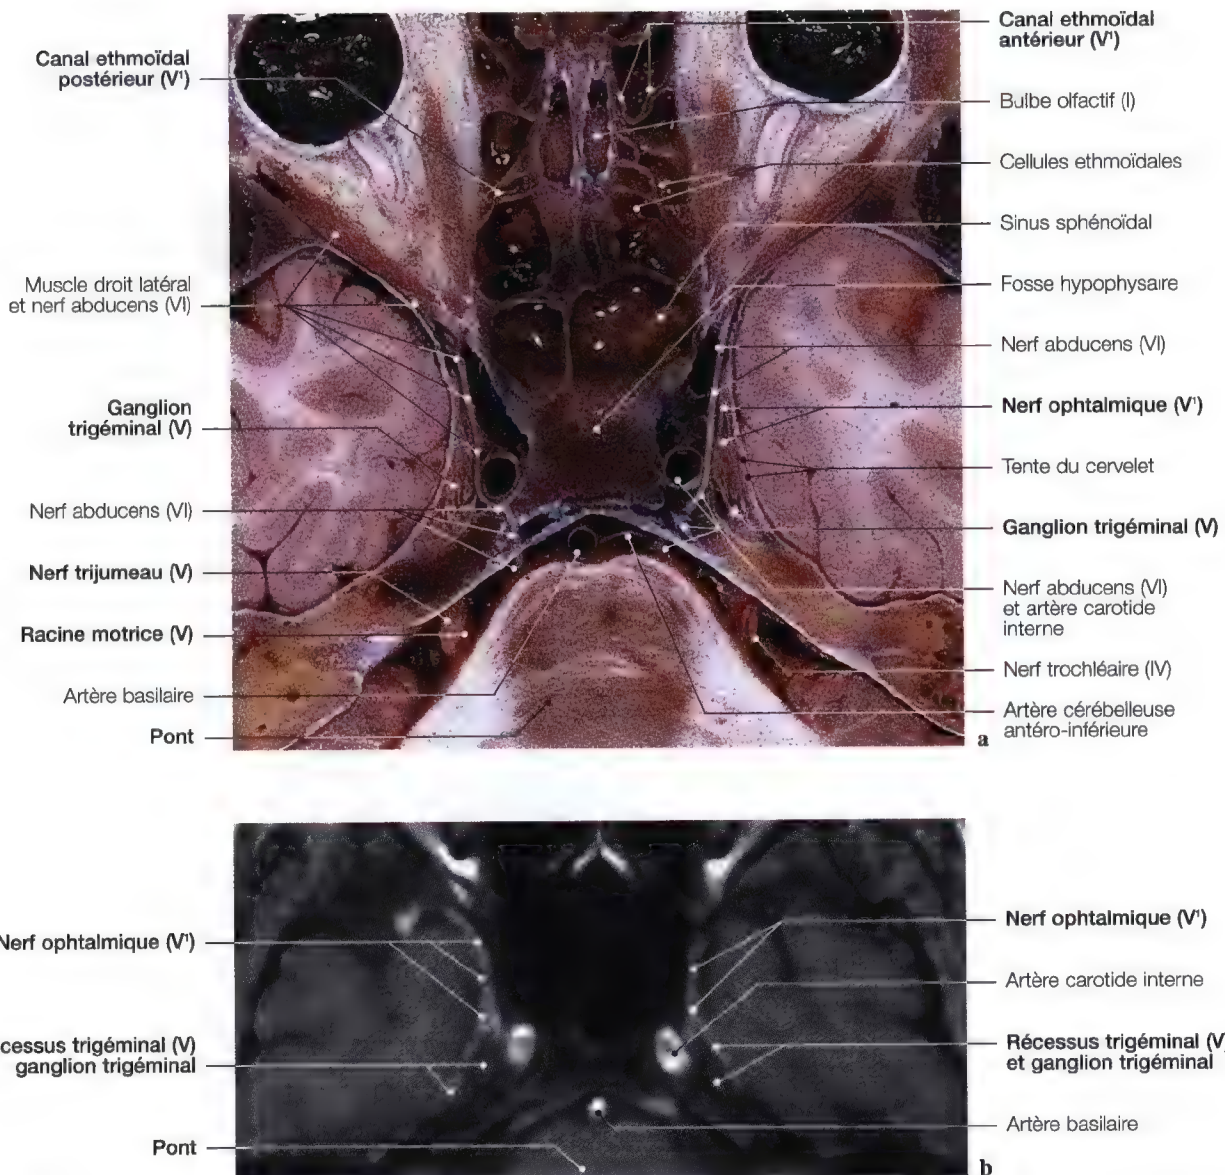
a, b. Anatomie et IRM du nerf ophtalmique en vues axiales. (Vue anatomique: Pr. J.P. Francke, Faculté de Médecine, Lille, France; vue d'IRM: Pr. C. Marsault, Dr. M. Sahel, Hôpital Salpêtrière, Paris, France)
